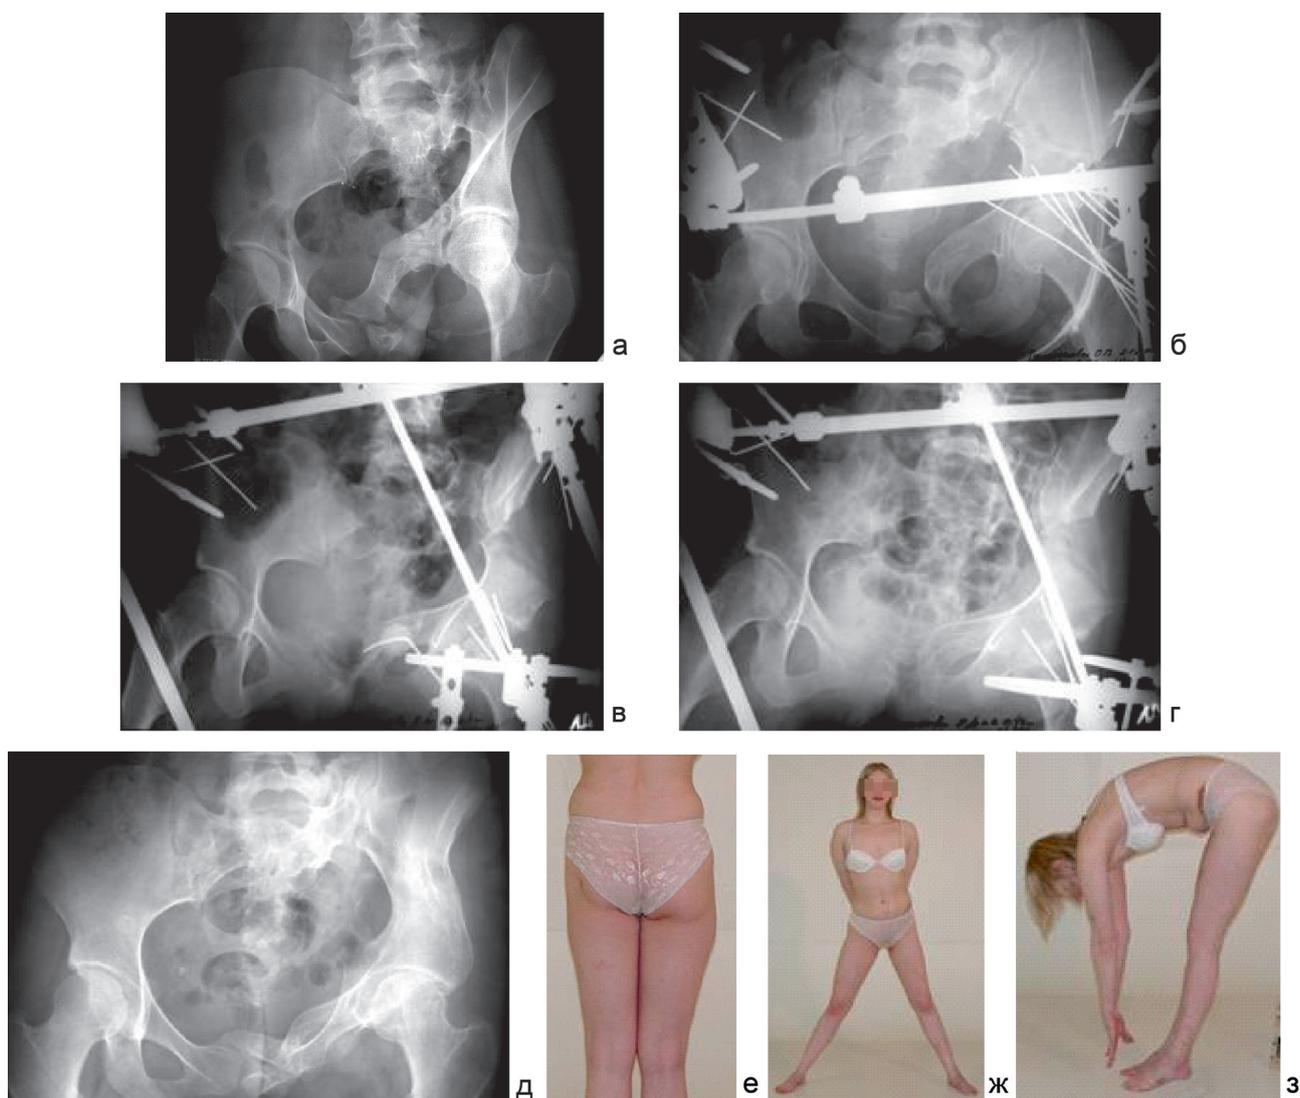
Больная Т.: рентгенограммы на этапах курации и фото больной после завершения лечения (функциональный результат)
